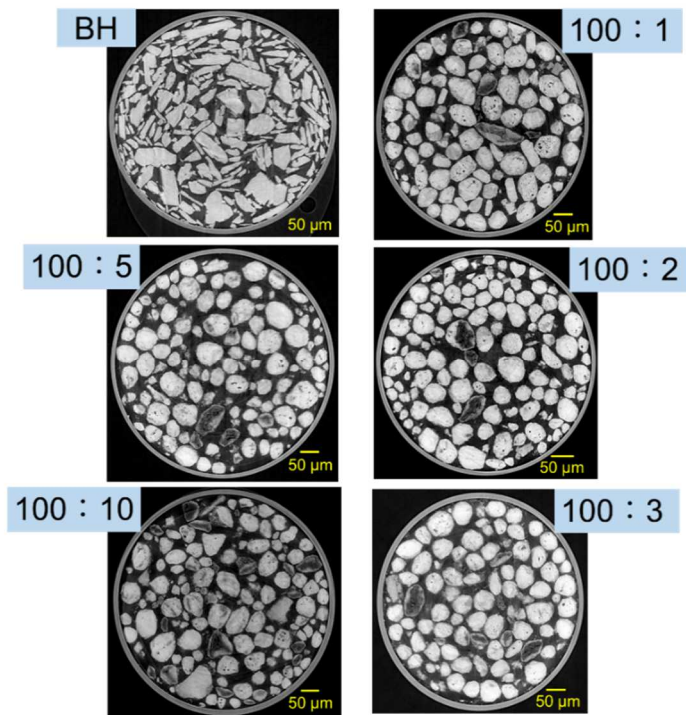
X 線 CT 撮像した BH 粒子の画像
